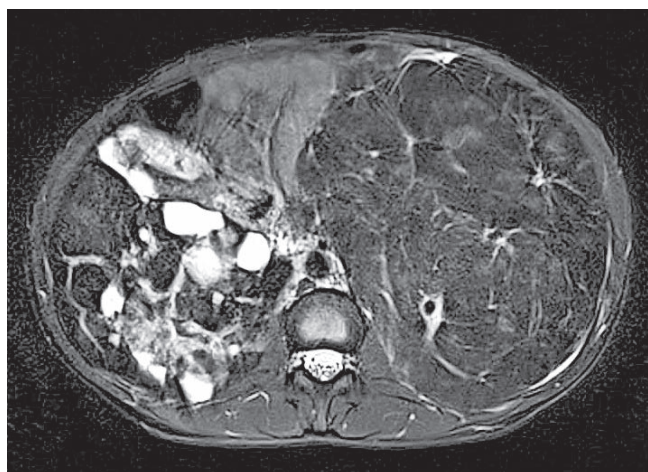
МРТ брюшной полости: выявлено образование, занимающее всю брюшную полость и забрюшинное пространство, имеющее неомогенную структуру с признаками наличия жира. На последовательности с подавлением сигнала от жировых клеток большая часть образования имела сниженную интенсивность МР-сигнала, что является типичным признаком доброкачественной опухоли — ангиомиолипомы
